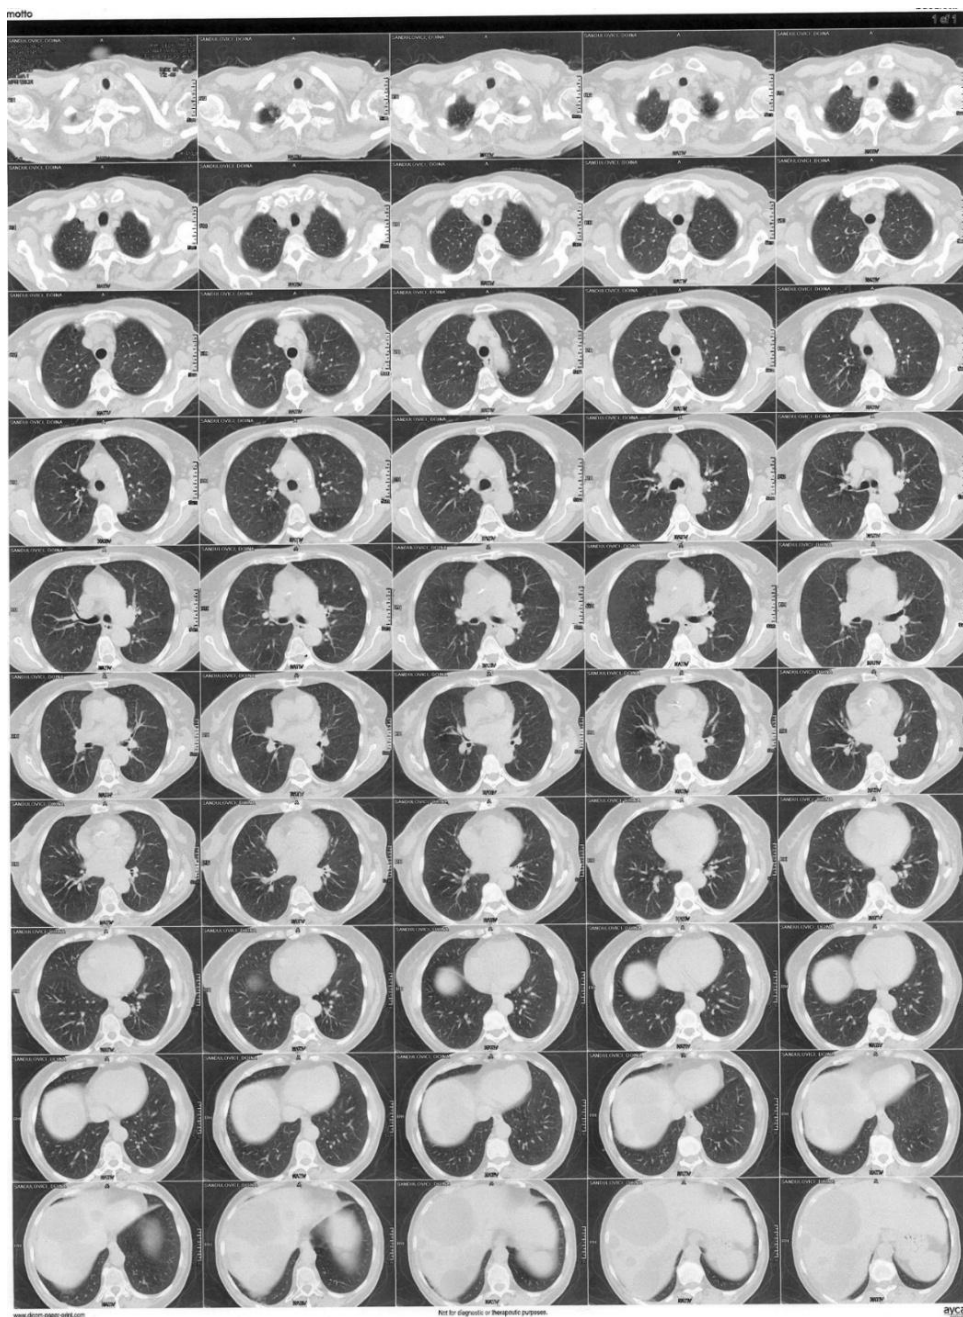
Aspect CT la 6 luni
